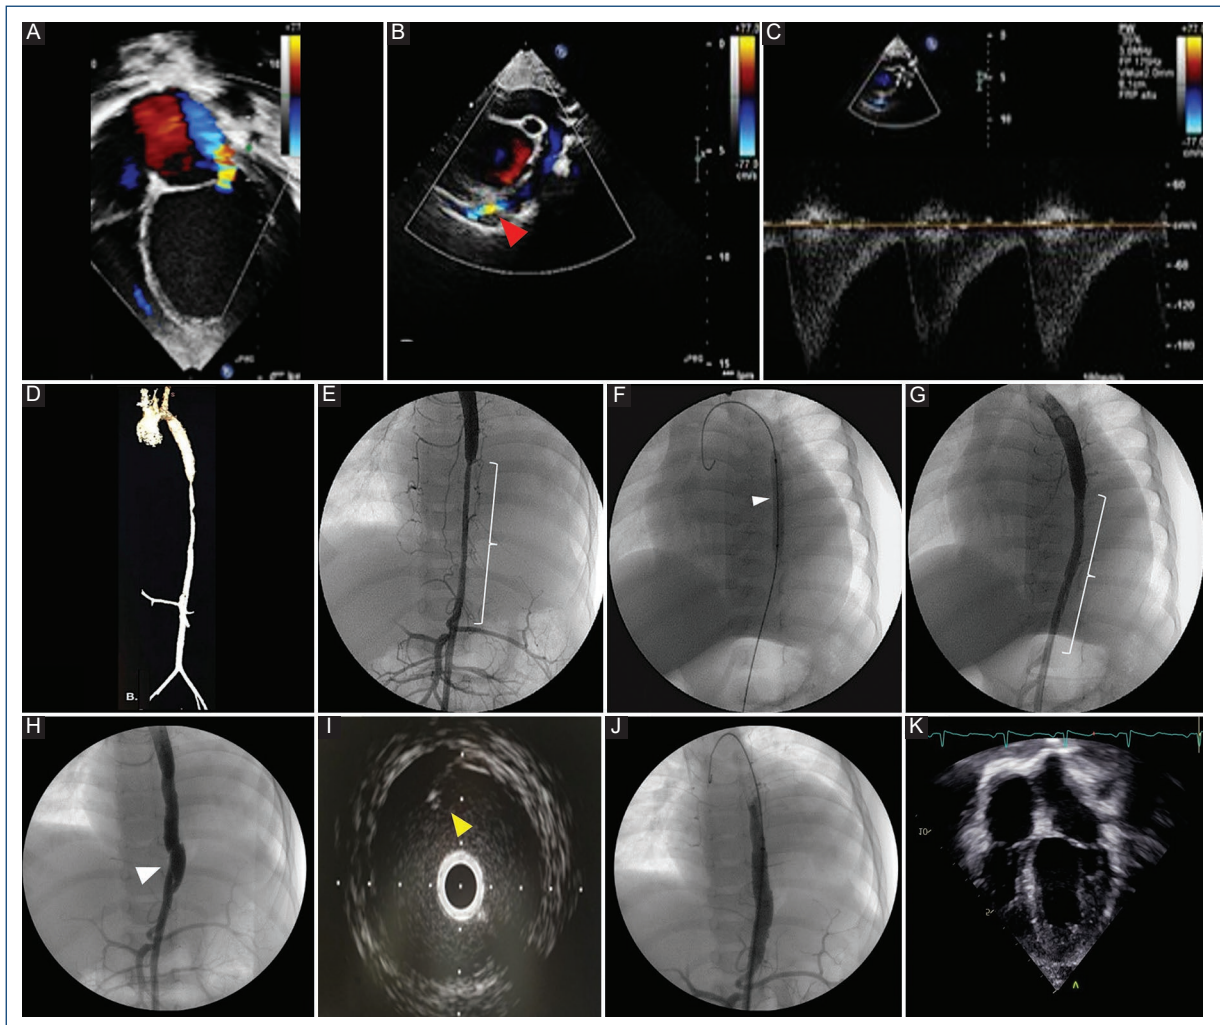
Imágenes de seguimiento. A: ecocardiograma con hallazgos de ventrículo izquierdo gravemente dilatado con regurgitación mitral grave. B: plano en el eje corto apreciándose *aliasing* en la aorta descendente. C: Doppler con corrida diastólica en la aorta descendente. D: angiografía que muestra una reducción del diámetro en la aorta descendente. E: angiografía de aorta descendente en la que se aprecia la extensión de la lesión. F: dilatación de la zona estrecha con balón. G: angiografía de control que muestra un incremento del diámetro de la aorta. H: angiografía de control a los 4 meses que muestra una zona de reestenosis y disección. I: ultrasonido intravascular que muestra el colgajo de disección. J: angiografía de control tras la angioplastia con *stent*. K: ecocardiograma de control a los 12 meses de la angioplastia.
